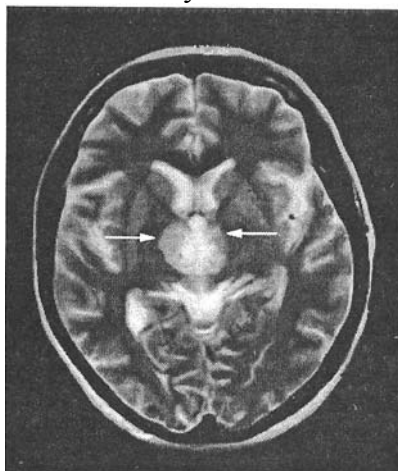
МРТ головного мозку хворої Ф., 66 років, на 3-тю добу від початку інсульту. Т₂-зважене зображення (аксіальна проекція).
